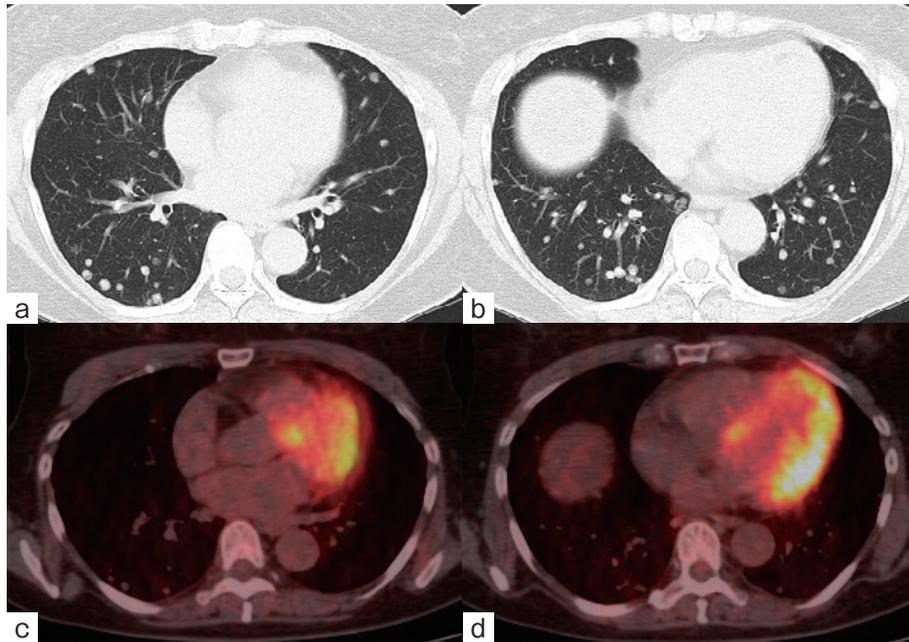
胸部単純CT. (a, b) 両肺に長径1.0cm未満で辺縁明瞭な多発結節影を認める. 一部に結節どうしの癒合, 数珠状の連結を認める. (c, d) FDG-PET/CT. 結節にSUVmax: 2.3の淡い集積を認めるのみである.
